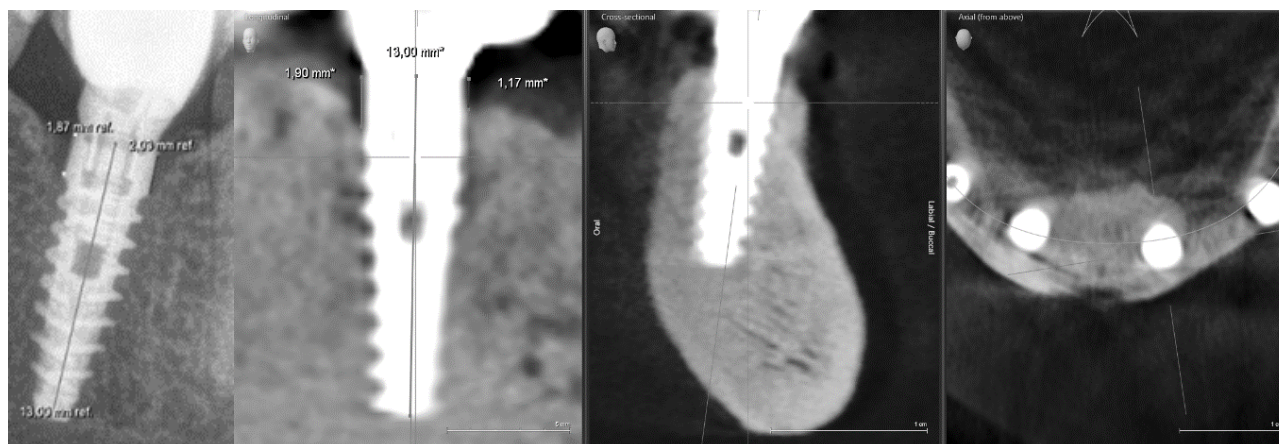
Efectuarea măsurărilor resorbției periimplantare din mezial și distal pe OPG, dimensiunile fiind adaptate la dimensiunea cunoscută a implantului, corelată cu examinarea la CT.
